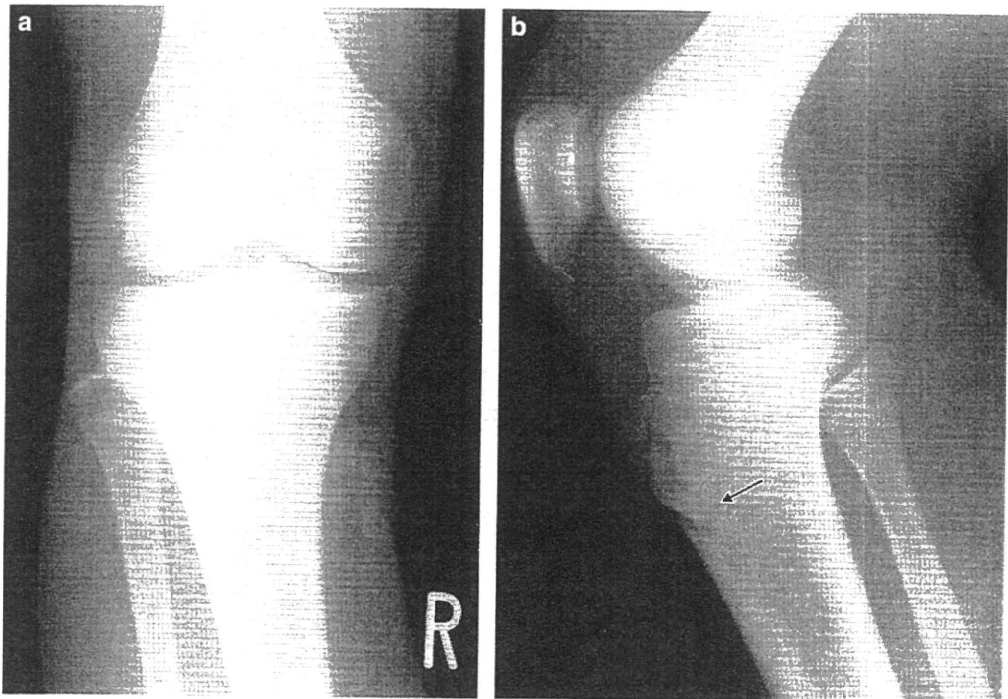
Osgood-Schlatter病の単純X線所見
